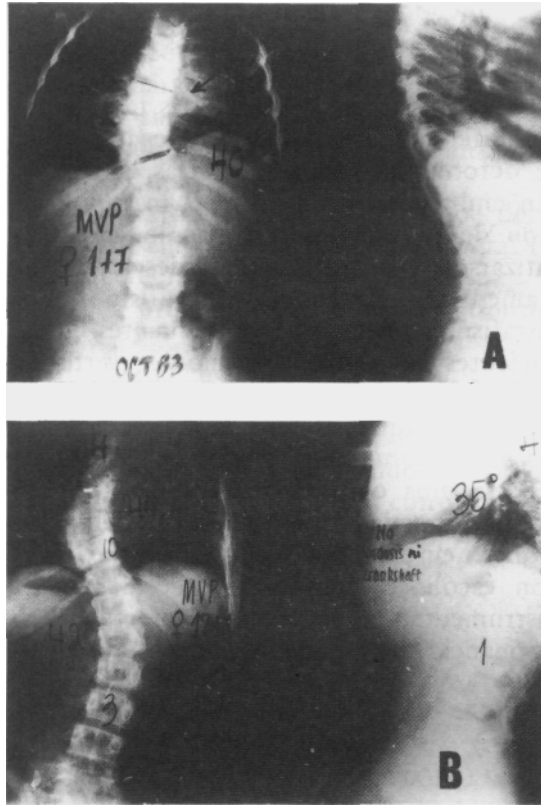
A: M.V.P., niña de 1+7 años con defecto mixto: hemivértebra móvil 1 y barra en la concavidad (flecha). Se efectuó en esa edad una artrodesis posterior simple. B: A los 10 años del postoperatorio se observa en la radiografía la zona de artrodesis delimitada por las marcas metálicas. El tronco es bueno, compensado; su curvatura original no se incrementó y se desarrolló una curva lumbar compensatoria. No se desarrollaron lordosis torácica ni *crankshaft*.
